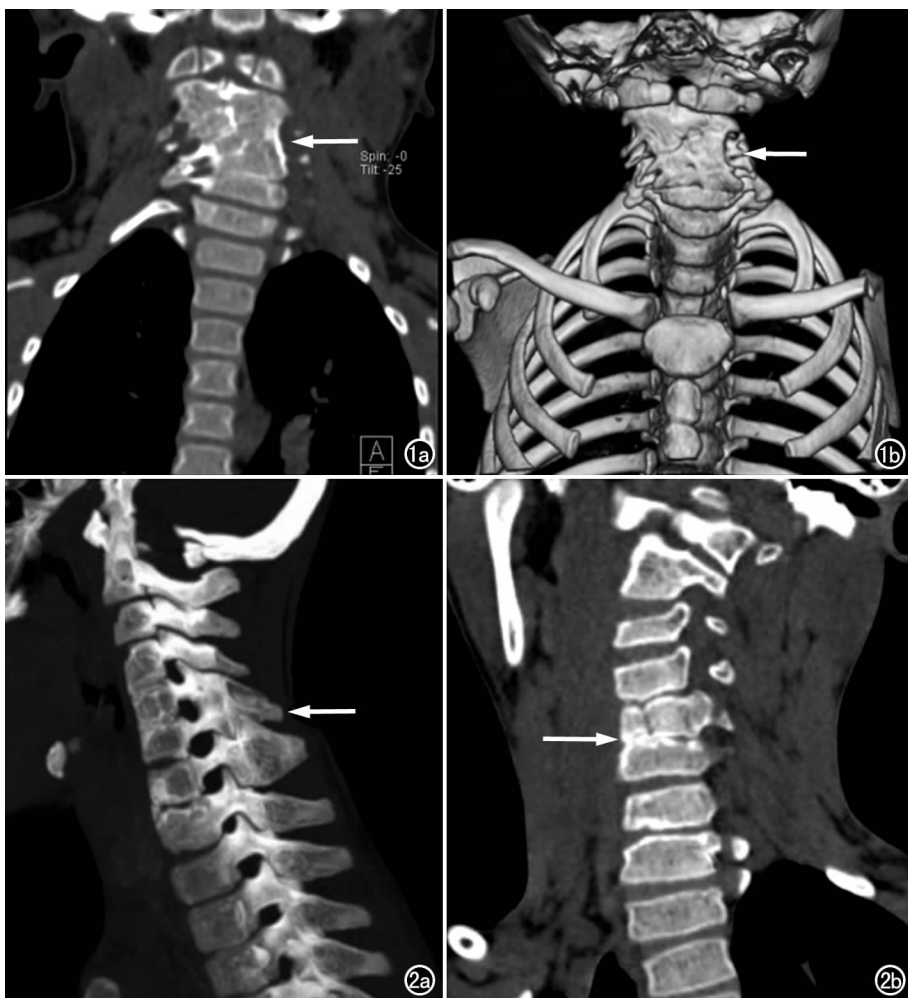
女, 4 岁, 颈短, 发际低, 颈部活动受限。CT 示颈椎侧弯畸形, 颈₂₋₇ 椎体完全融合, 正常椎间隙影像消失, 正常椎体形态消失(箭)。a) 螺旋 CT 三维重组 MPR; b) VR 冠状面。图 2 男, 12 岁, 斜颈, 颈部不适半年。a) 螺旋 CT 三维重组 MPR 矢状面显示颈椎生理曲度变直, 颈₅、颈₆ 棘突融合(箭); b) 螺旋 CT 三维重组 MPR 冠状面显示颈椎侧弯畸形, 颈₅、颈₆ 椎体融合, 颈₅₋₆ 椎间隙变窄消失(箭), 颈₅ 裂椎畸形。
